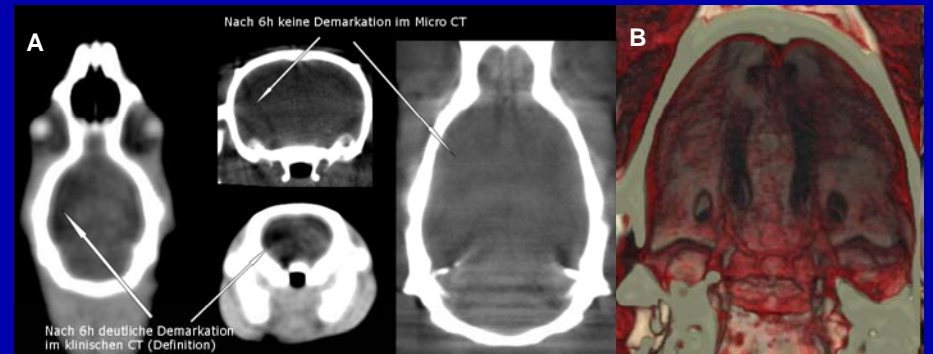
Während der Klinik-Scanner nach 6 Stunden den Infarkt darstellte, war er mittels μ CT noch nicht abgrenzbar (A). Darstellung der basalen Gefäße mittels μ CT-Angiographie (B)
